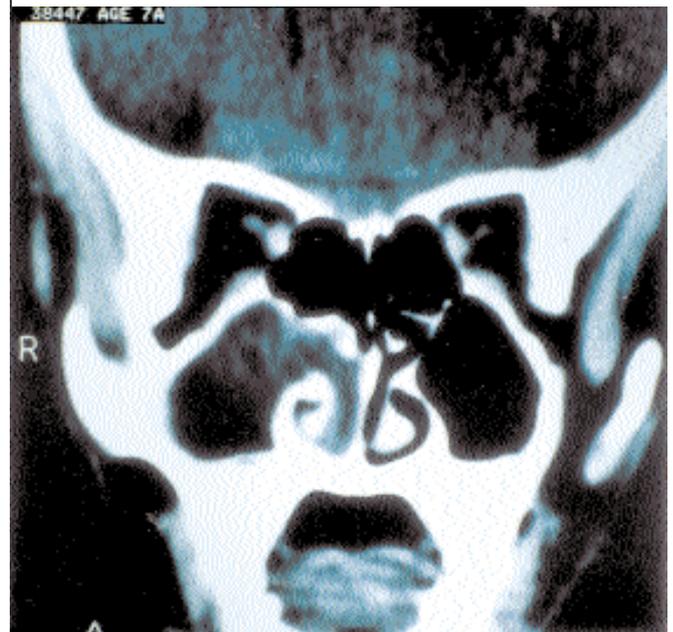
y Figura No. 2. Las figuras demuestran cortes sagital y coronal, respectivamente, de TAC del primer caso. Se observa seno maxilar derecho ocupado por formación hipodensa que se continúa a la fosa nasal derecha, con imagen de formación polipoide que se extiende hacia la nasofaringe.
